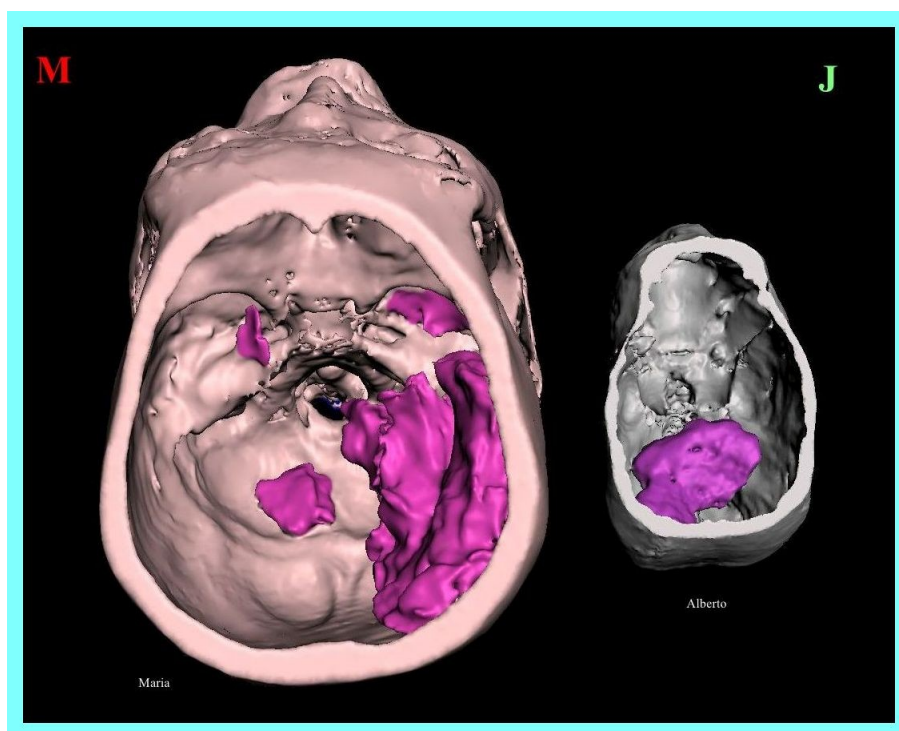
TC 3D comparativa del cráneo expuesto de 'Maria' (imagen izquierda) y 'Alberto' (imagen derecha), que muestra presencia de restos de tejido cerebral (coloreados en lila) dentro del cráneo.
